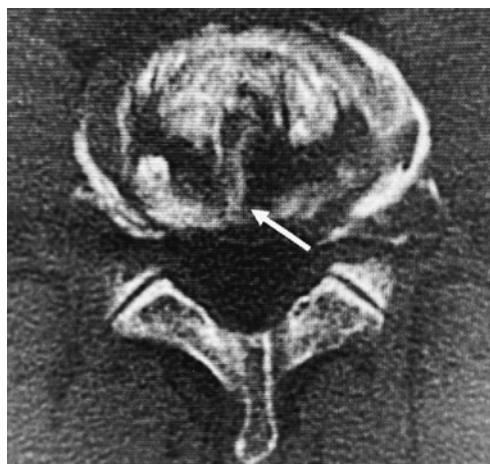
椎間板造影後CTにおけるtoxic annular tear (TAT)
